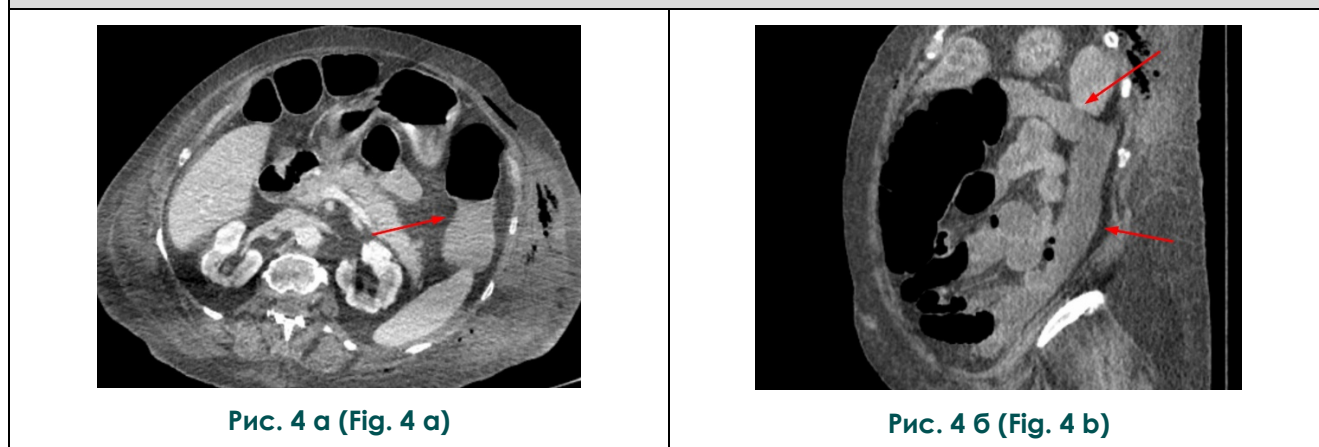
МСКТ органов брюшной полости области с внутривенным контрастированием, А – аксиальный срез, Б – сагиттальная реконструкция.
